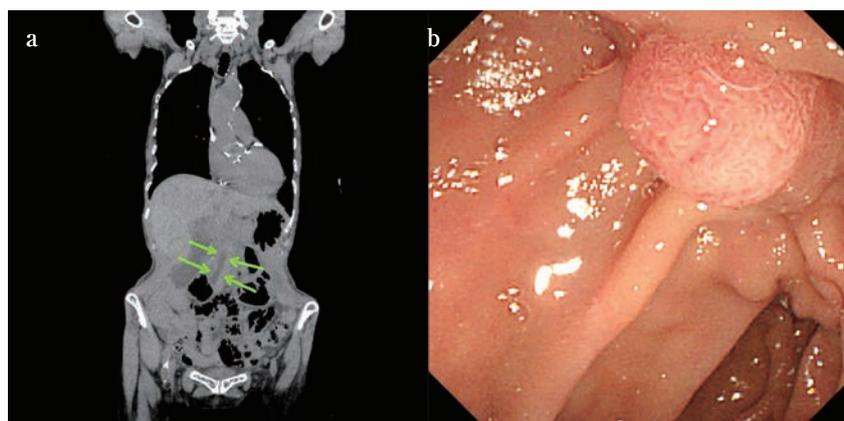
a : 来院時腹部単純 CT 画像 (矢印が総胆管を示す)
